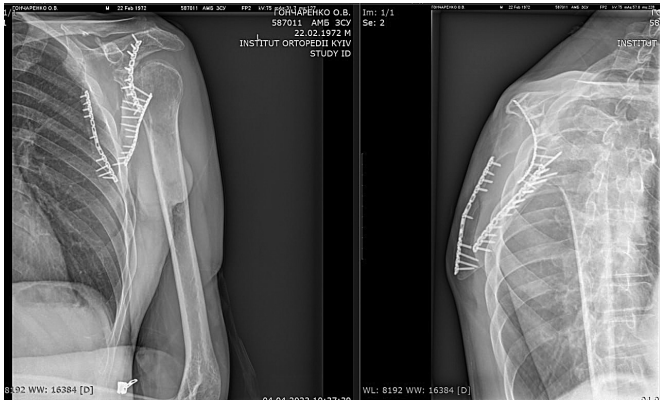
Післяопераційна контрольна рентгенограма лопатки військовослужбовця (передньо-задня проекція, Y-проекція)
